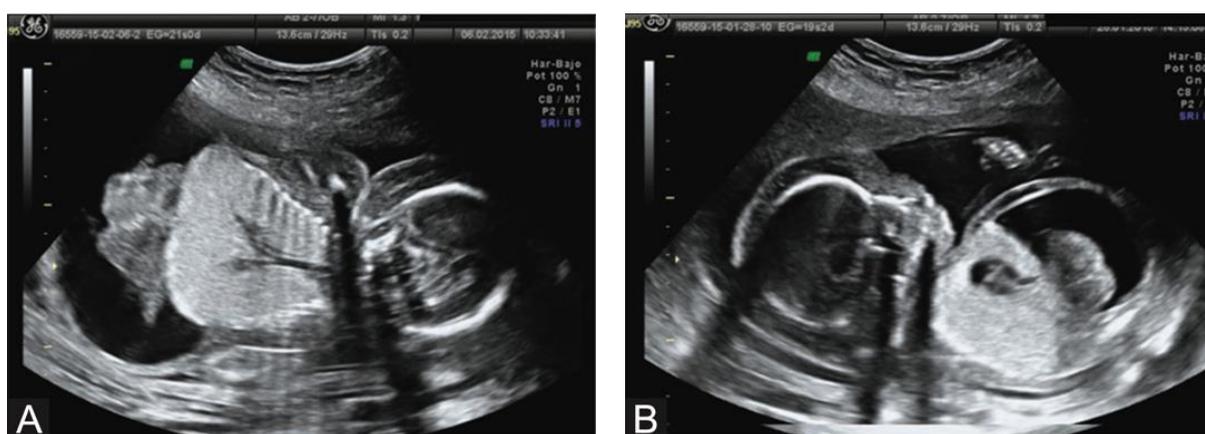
Ecografía de un feto con CHAOS. Presenta pulmones grandes e hiperecóticos bilateralmente y dilatación de los bronquios principales (A). El diafragma se encuentra invertido. El corazón está situado en el centro y parece estar comprimido por los pulmones (B) (48).
